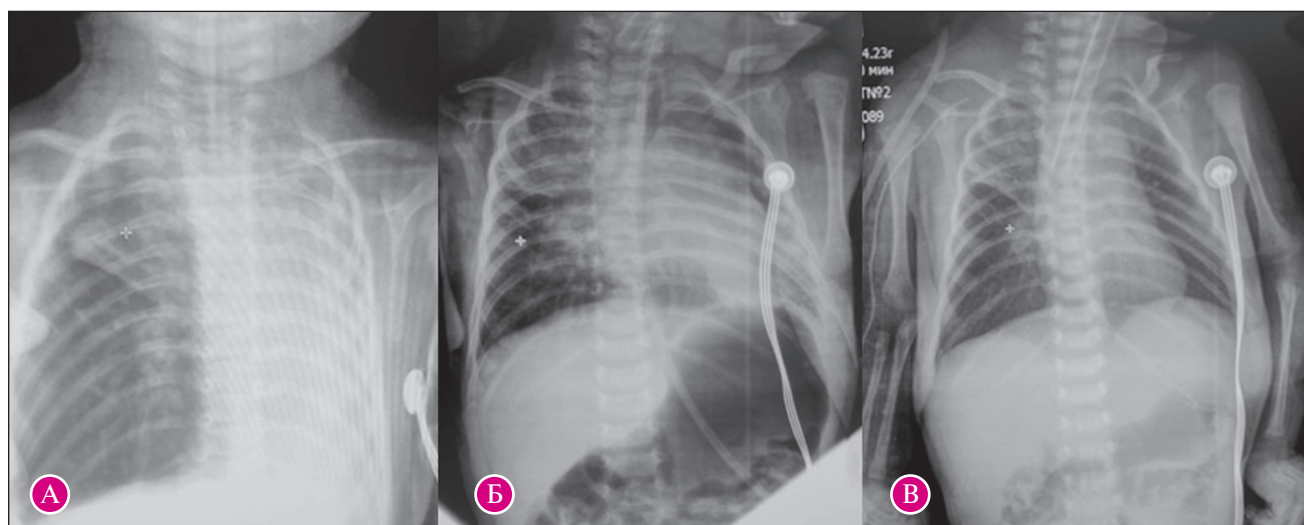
Рентгенологическая картина нарушений бронхиальной проходимости и гиповентиляции
